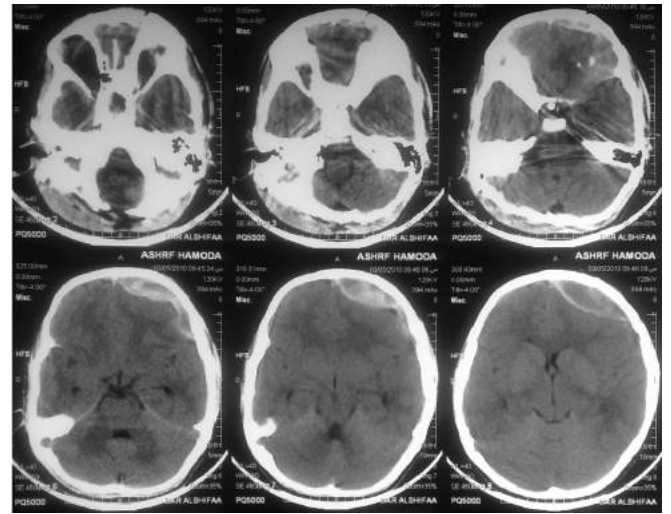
Cranial CT scan showing a 2.5 cms thick heterogeneous left-sided, frontal DEDH.
